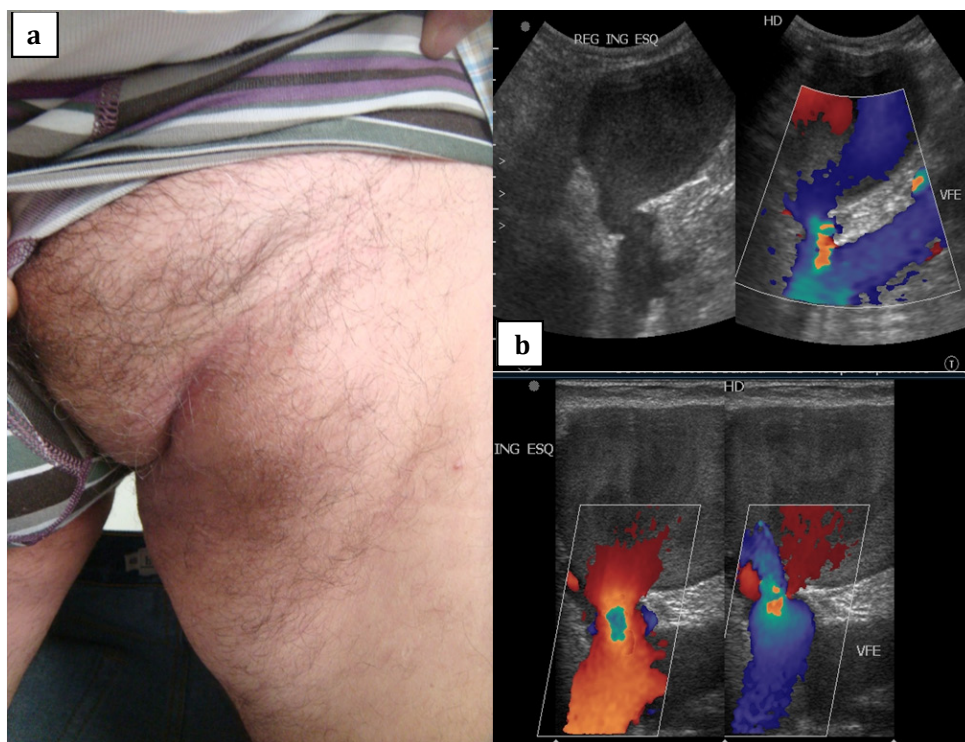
a) Massa na raiz da coxa abaixo da prega inguinal; b) ecodoppler mostrando: o saco aneurismático com fluxo retrógrado no seu interior e a junção safenofemoral.
